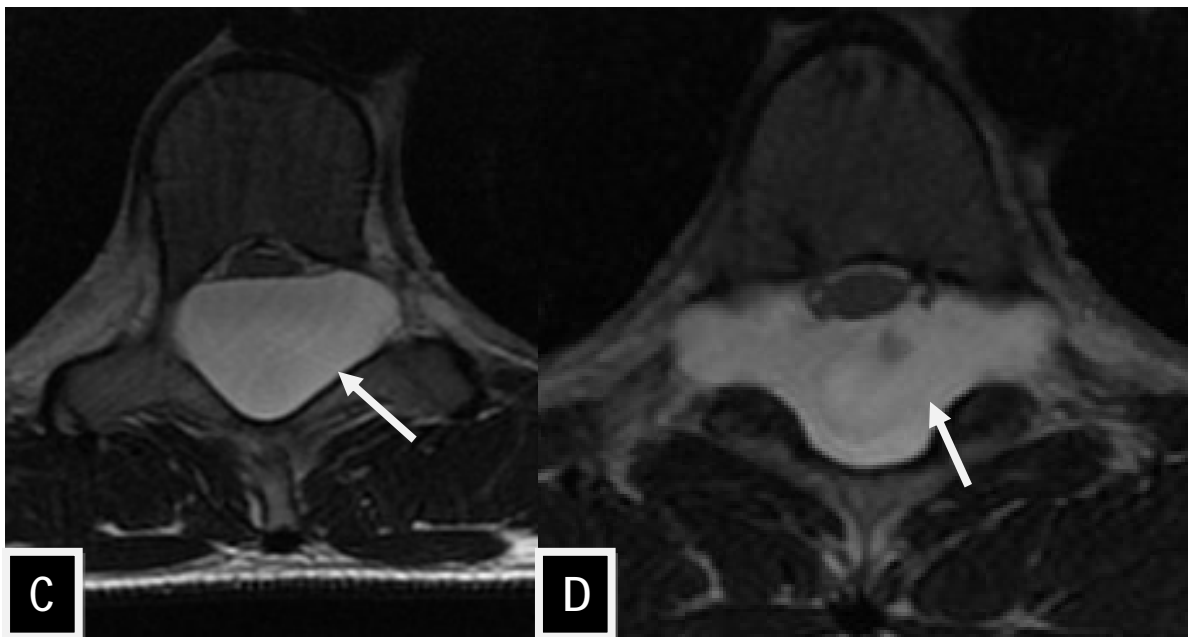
IRM médullaire en coupes sagittales T1 avec contraste (A), T2 (B), et axiales T2 (C, D) montrant une formation kystique cervico-dorsal, de signal comparable à celui du LCR, hypointense en T1 et hyperintense en T2, ne se rehaussant pas après injection de contraste, de siège postérieur, plaquant la moelle contre le mur postérieur des corps vertébraux.
